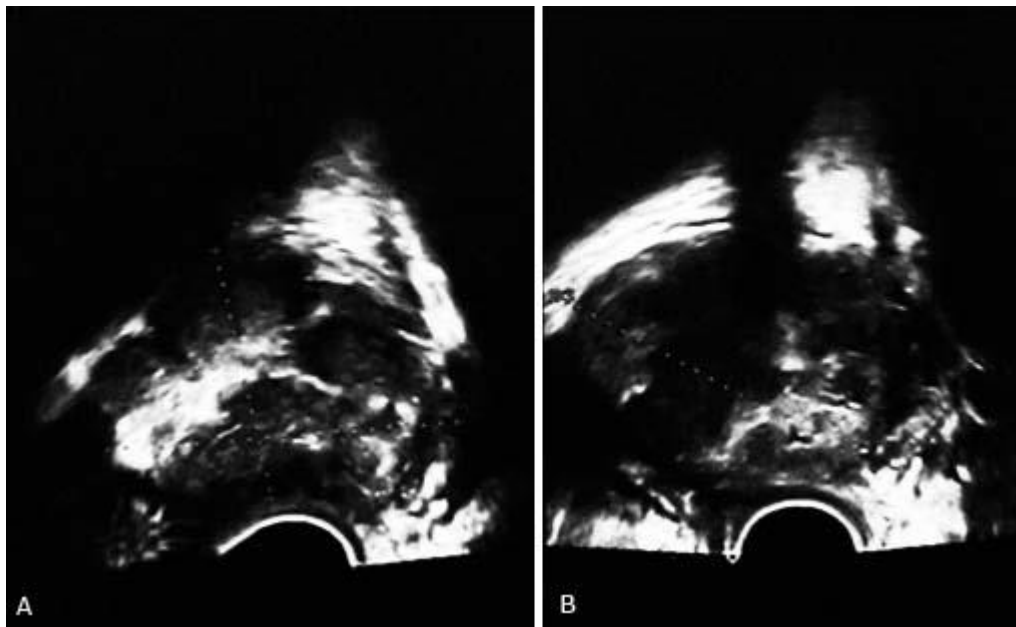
Abscesos prostáticos en planos transversal y longitudinal del ultrasonido transrectal.
